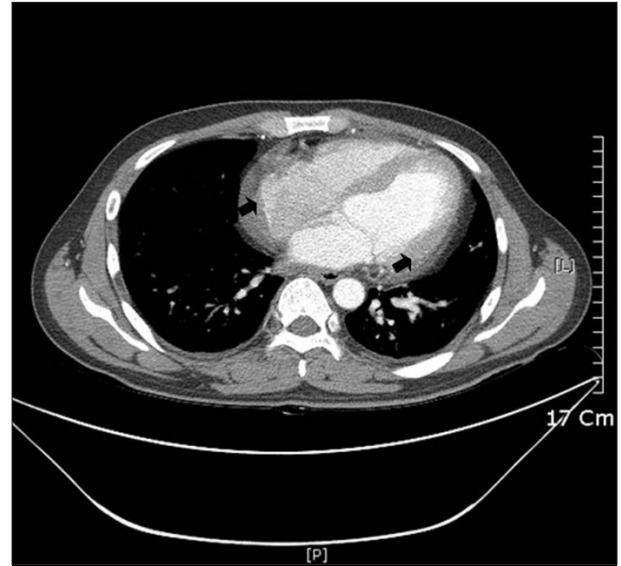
During clozapine treatment, pericardial effusion (Black arrows) and minimal amount of bilateral pleural effusion are found in chest computed tomography.
